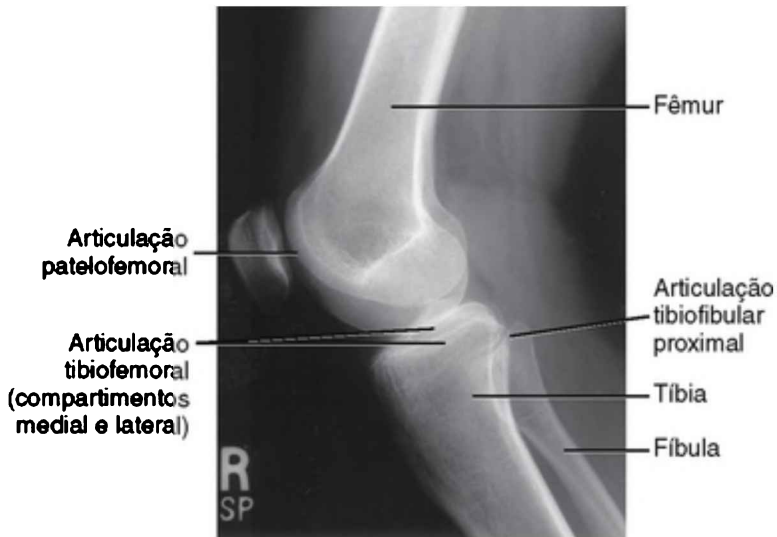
Radiografia mostrando os ossos e as articulações associadas ao joelho.
